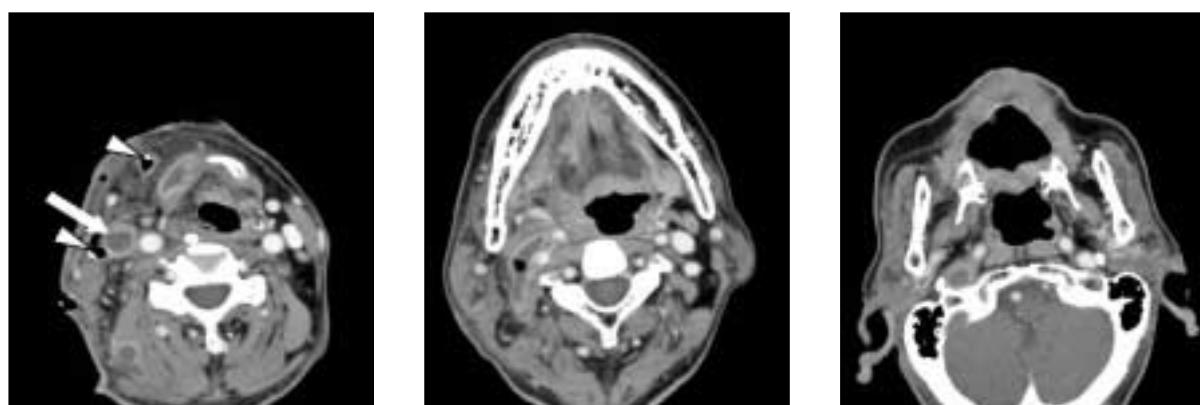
Post-op 10 days CT findings showed the drains (arrow heads) inserted into abscess cavity and the thrombosed internal jugular vein was still detected (bold arrow).
